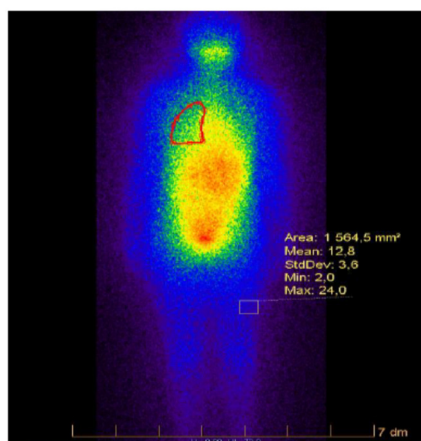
Сцинтиграфия пациента К.
